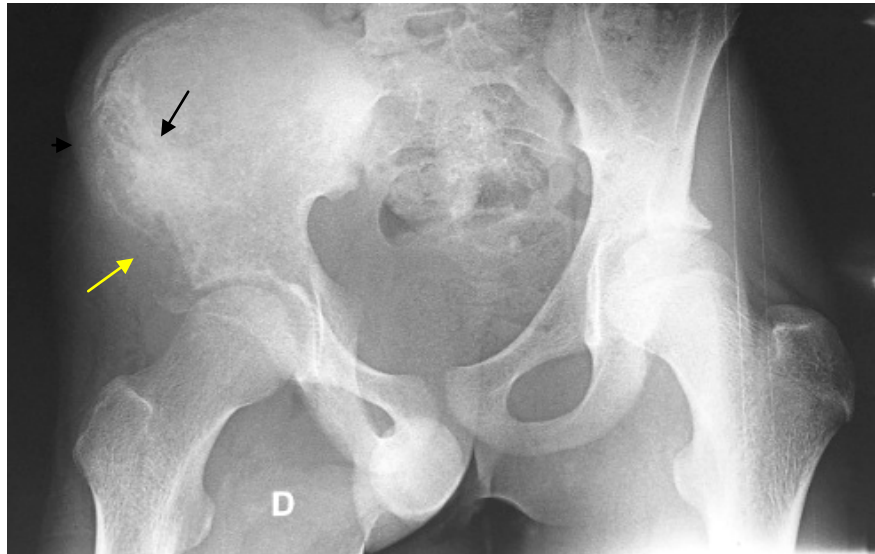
Sarcome d'Ewing chez un adolescent de 16 ans, la radiographie standard de face a montré une lésion mixte de l'aile iliaque droite (flèche noire) avec réaction périostée en feu d'herbe (flèche jaune) et rupture corticale en regard (tête de flèche).
